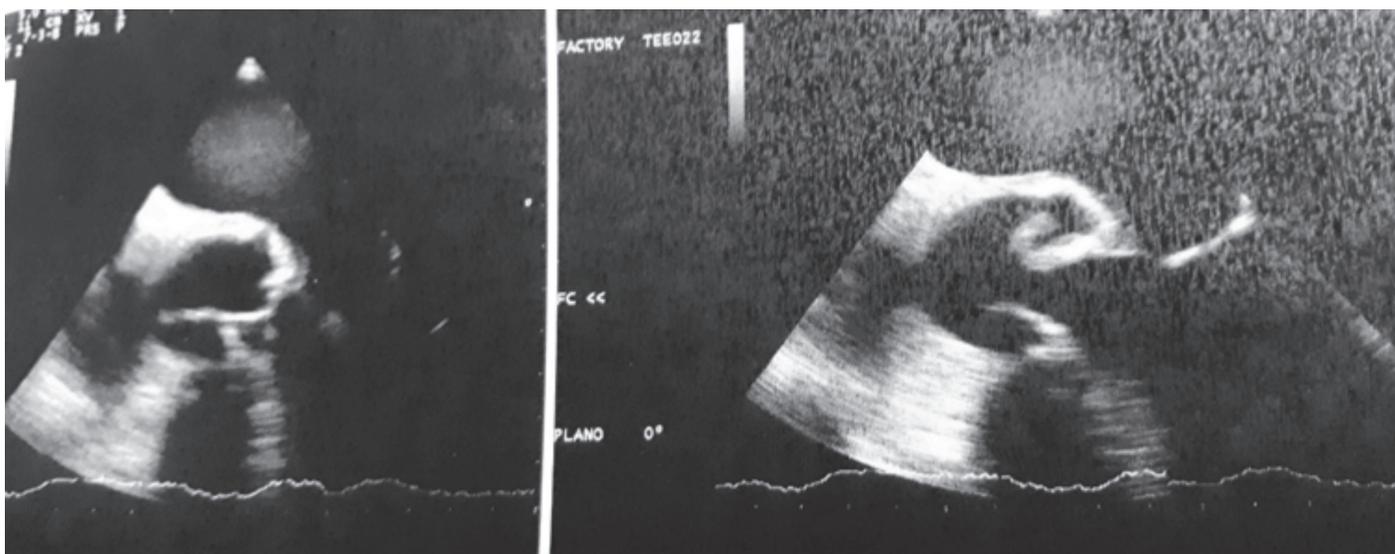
Ecocardiograma transesofágico.
